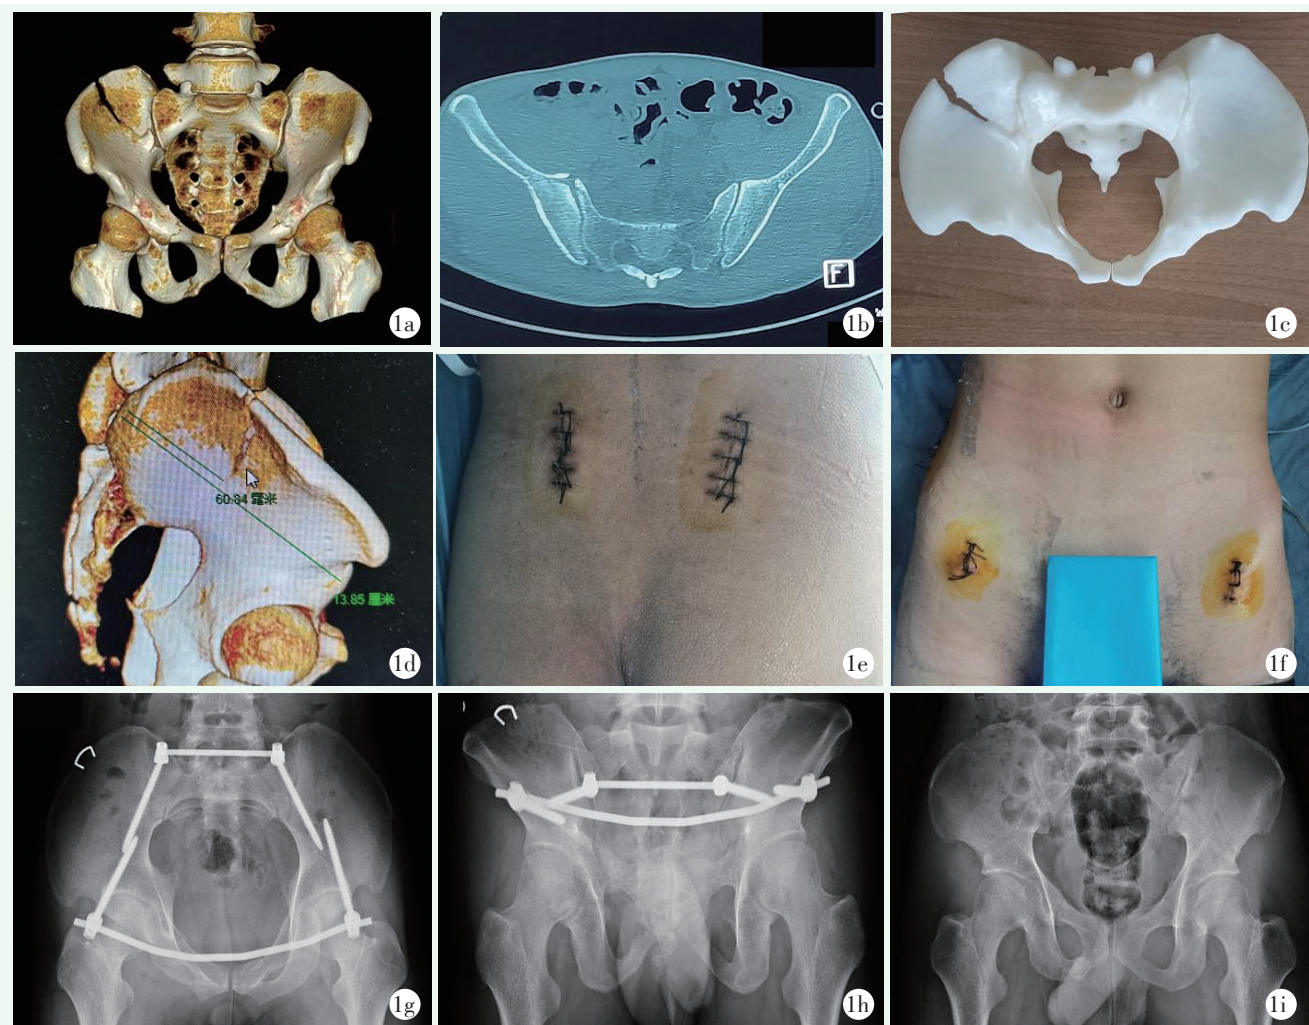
患者男性，24 岁。1a~1c: 术前 CT 检查及 3D 打印模型显示 Tile B3 型骨盆骨折，髂骨翼新月形骨折并骶髂关节脱位；1d: 术前测量髂骨骨折线距离髂后上棘为 6 cm，髂后上棘到髂前下棘距离为 13.9 cm；1e~1f: 前后体表切口的外观；1g, 1h: 术后 3 个月的骨盆出口、入口位 X 线片示前方 Infix 联合后方 Infix 固定满意，骨折愈合好；1i: 术后 3 个月取出内固定物后骨盆正位 X 线片示骨折愈合良好。
